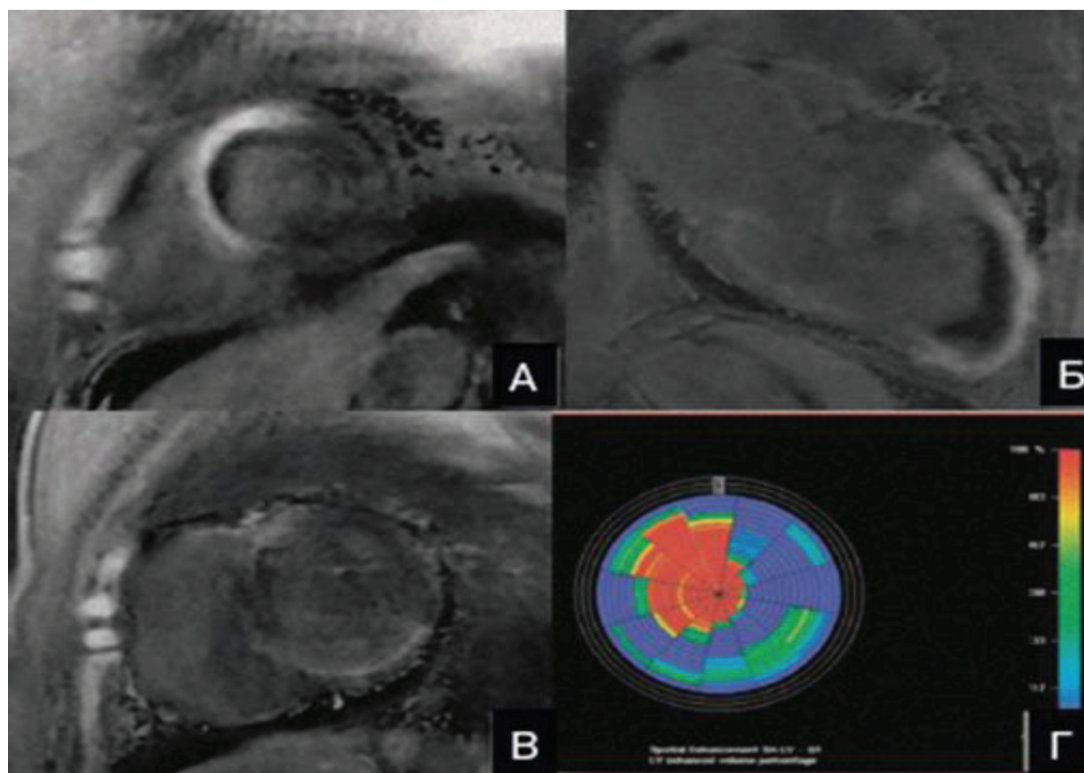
Томограма (МРТ) пацієнта М., 63 роки. Трансмуральний ІМ з формуванням аневризми верхівки ЛШ і пристінковим тромбозом (А, Б). Повторний субендокардіальний ІМ задньої стінки ЛШ (В). Діаграма ступеня ураження стінки ЛШ (Г).
